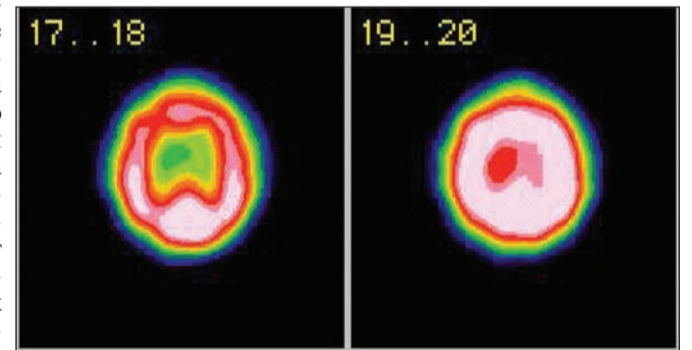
Гипоперфузия белого вещества головного мозга справа (проекция семиовальных центров) у больного с гипертонической энцефалопатией
